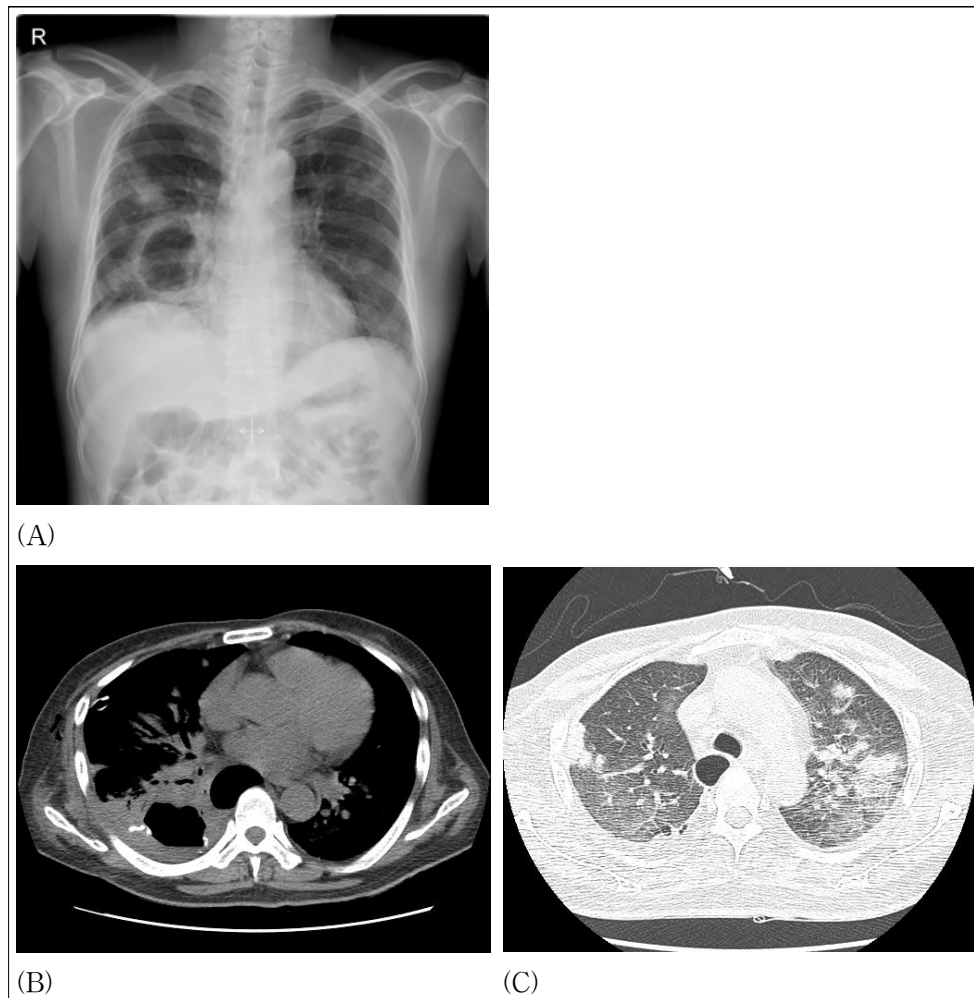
(A) A follow up chest X-ray showed increased size of the cavitory lesion in the right lower lung, with multifocal ill-defined opacities in both lungs. The chest CT showed (B) markedly increased size of the previously noted irregular cavitory mass in the right lower lobe and (C) increased sizes and numbers of multiple nodules with ground glass opacity halos in both upper lobes.
